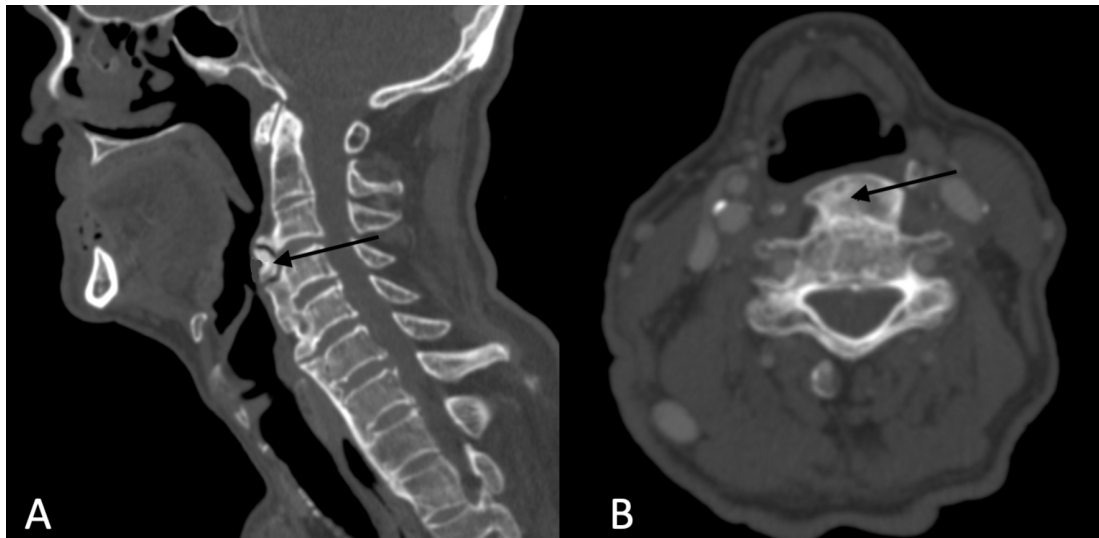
Neck computed tomography, sagittal (A) and axial (B) sections, showing cervical osteophytes from C3 to C6, the largest (arrow) measuring 12mm in the anteroposterior diameter
